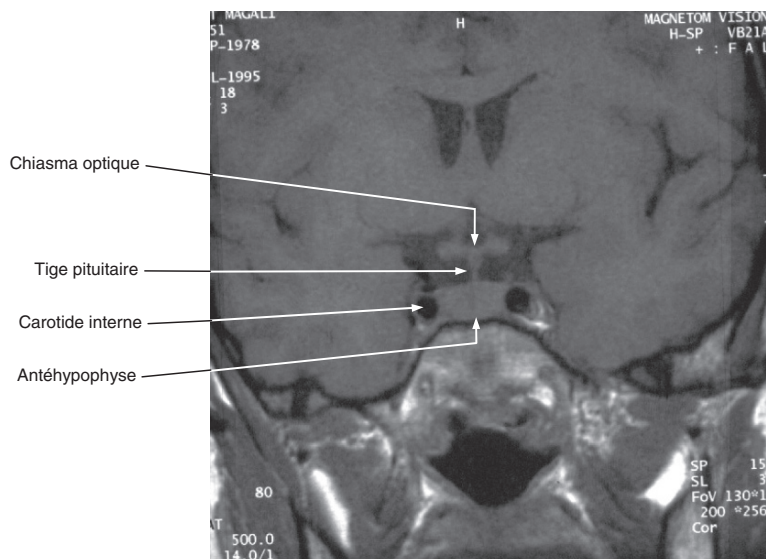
IRM hypophysaire normale, séquence T1 sans injection de gadolinium, en coupe frontale.
